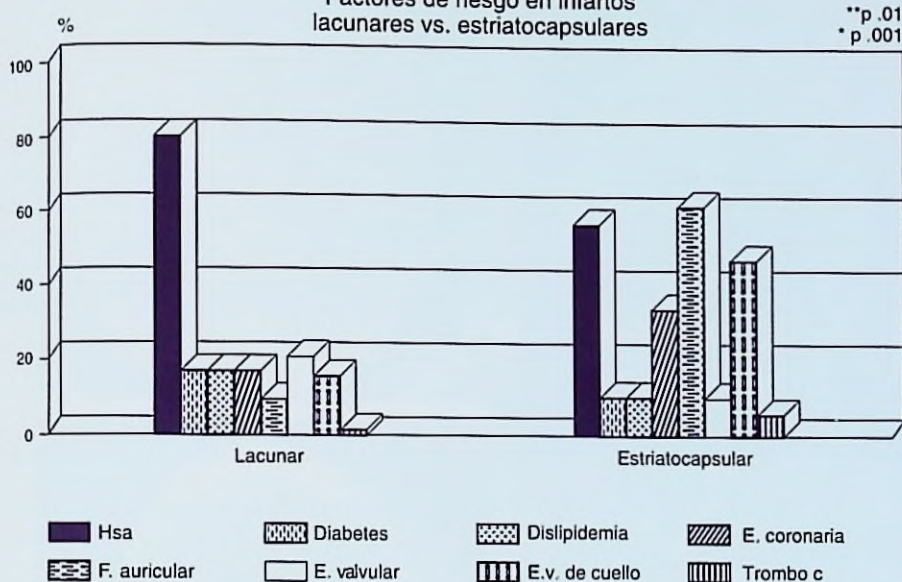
Factores de riesgo en ensayo prospectivo de 73 pacientes con infartos subcorticales estudiados por TC/RM. Se observa que el antecedente de hipertensión arterial (negro) se presenta más frecuentemente en pacientes con infartos lacunares que en grandes isquemias estriatocapsulares. (Zurru C y cols. Datos inéditos)
